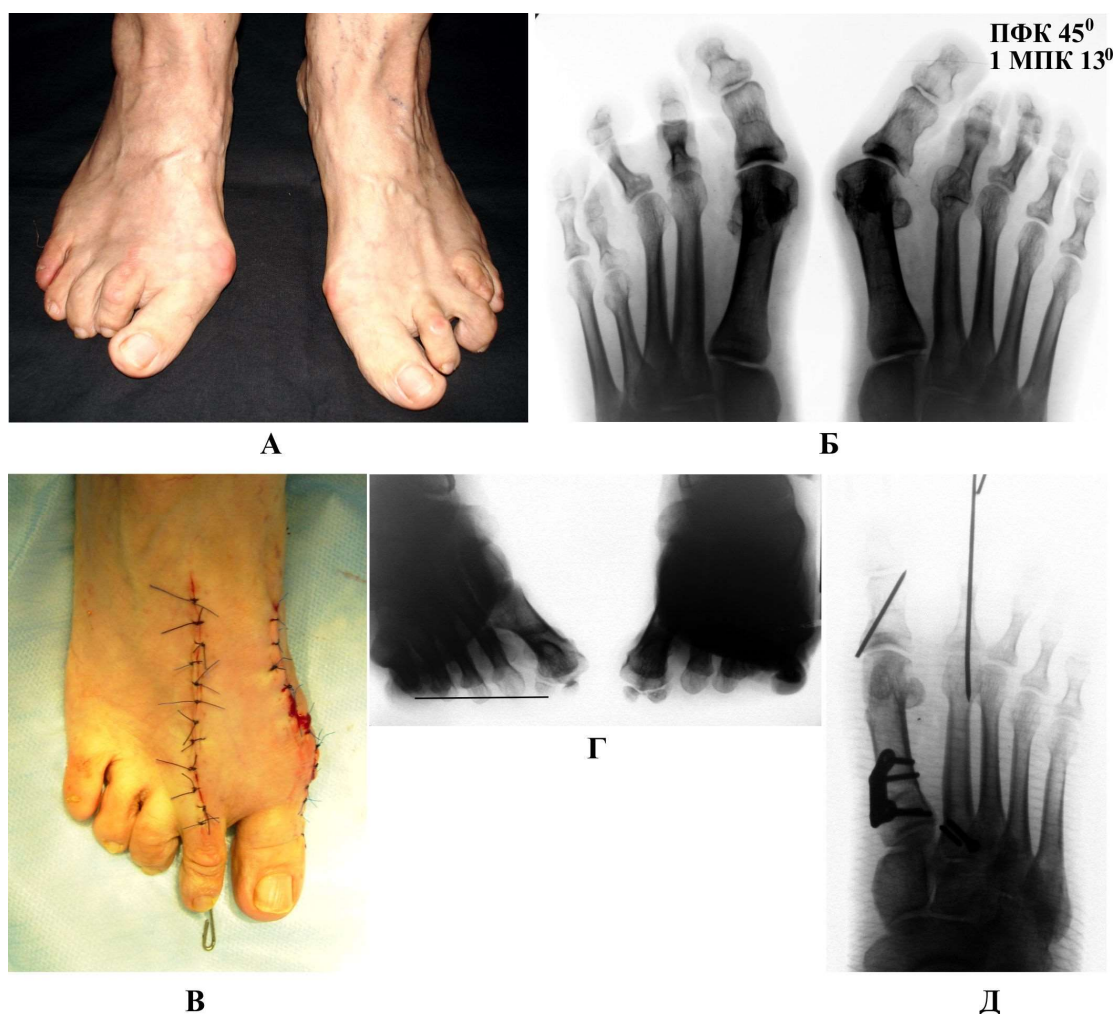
Реконструкція переднього відділу правої стопи у пацієнтки із правобічним hallux valgus тяжкого ступеня: А та Б – зовнішній вигляд та рентгенограми стоп до операції; В – вигляд стопи після операції; Г – аксіальна рентгенограма головок плеснових кісток до операції, плантарна протрузія головок 2 та 3 ПК; Д – рентгенограма правої стопи після операції (модифікована процедура McBride, проксимальна остеотомія 1-ї ПК, остеотомія проксимальної фаланги 1-го пальця за Akin, резекція проксимальної фаланги 2-го пальця, проксимальна вкорочуюча остеотомія 2-ї ПК).
